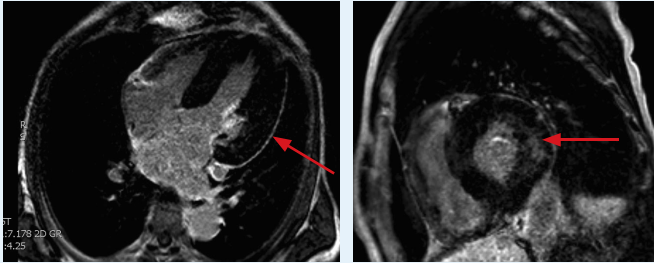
MRI Herz eines 60-jährigen Patienten mit M. Fabry: Im Vierkammerblick (links) sowie in der kurzen Achse ist eine deutliche LVH sichtbar.
